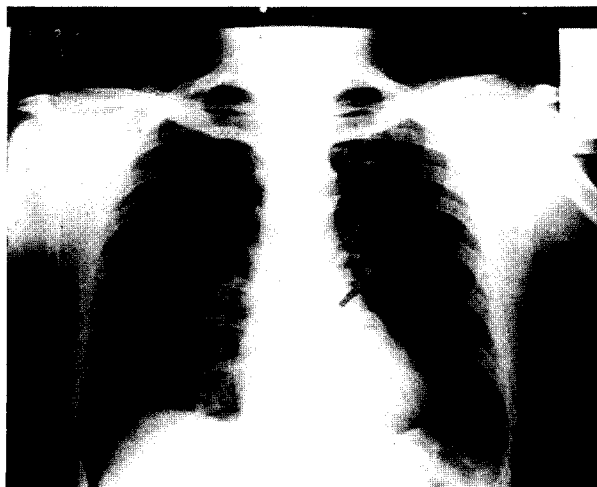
Radiografía de tórax frente: se observa una imagen elongada en hilio pulmonar izquierdo.
